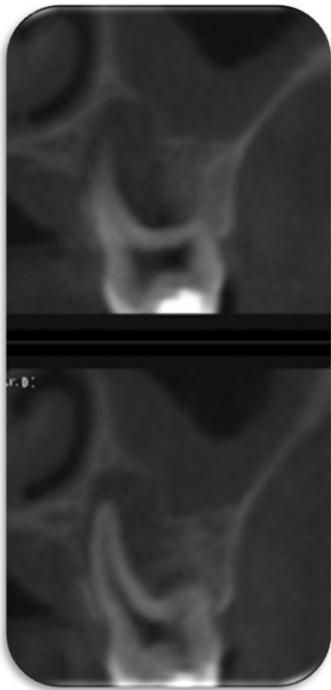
Pre-operative conebeam CT image. CT, computed tomograph.
